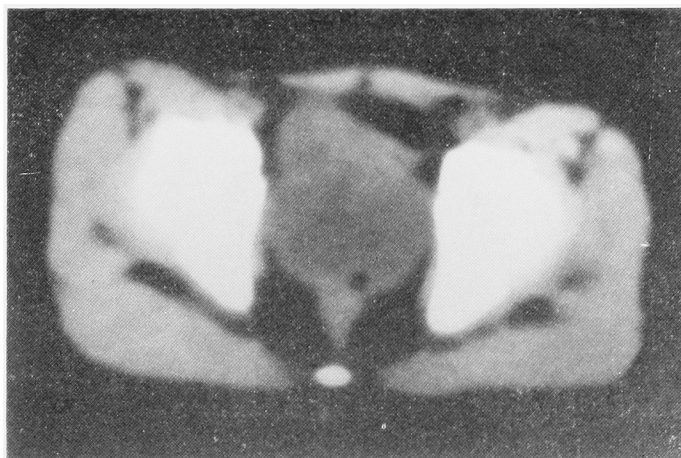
CT. Showing the huge pelvic tumor
